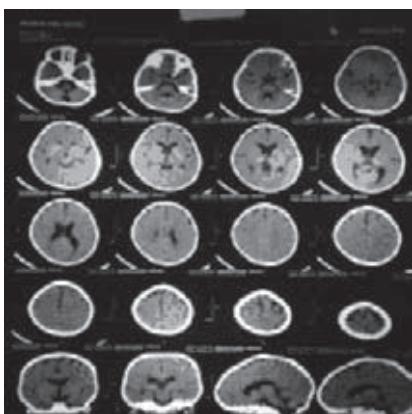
Tomografía axial de cráneo que muestra edema cerebral.
